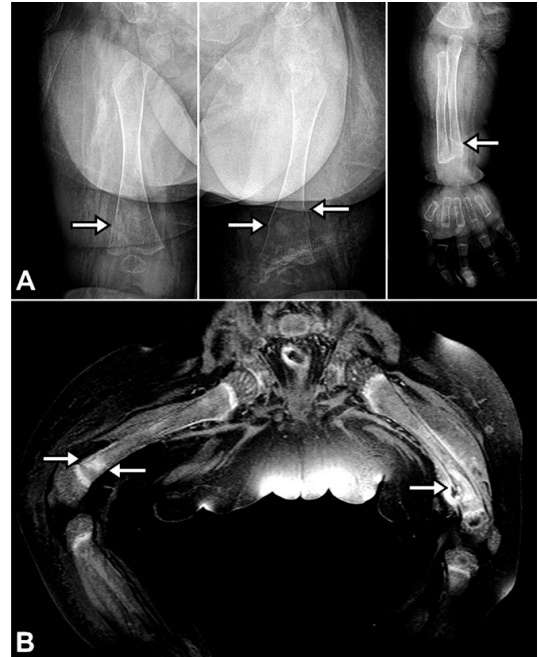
(A) Radiograph at 12 months of age shows diffuse osteopenia and multiple fracture lines of both distal femur and right distal ulna. (B) Magnetic resonance imaging at 12 months of age shows bilateral femoral shaft fractures with localized osteomyelitis of the left femur.
